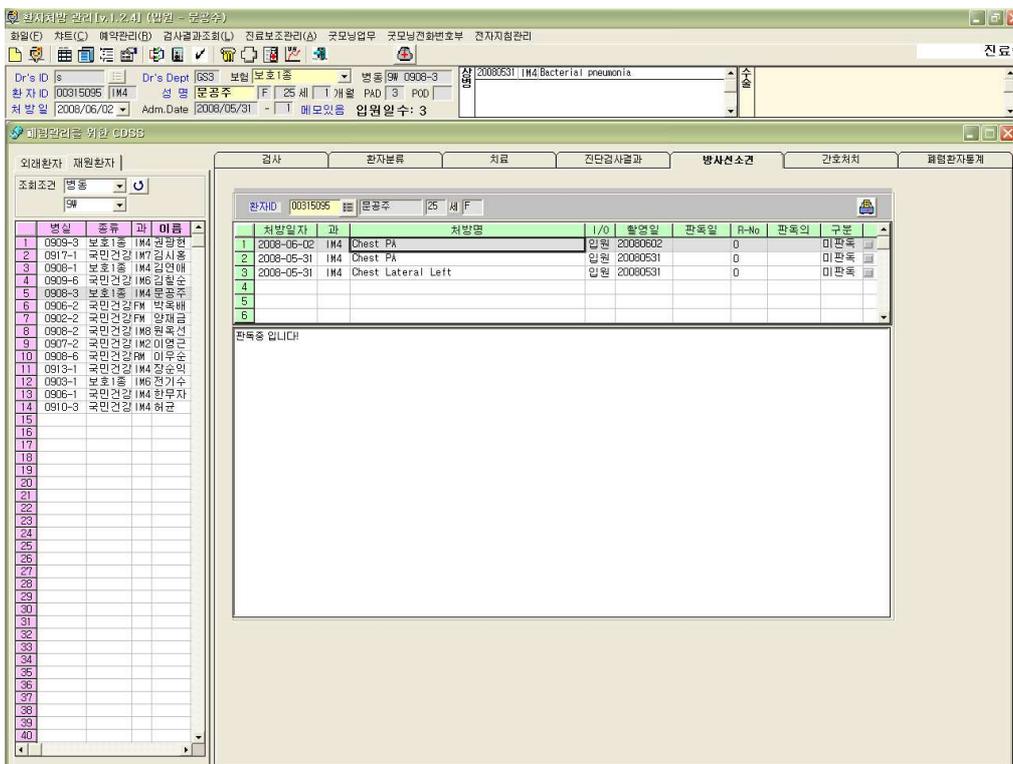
방사선 판독에 대한 소견 내용을 확인하는 화면
